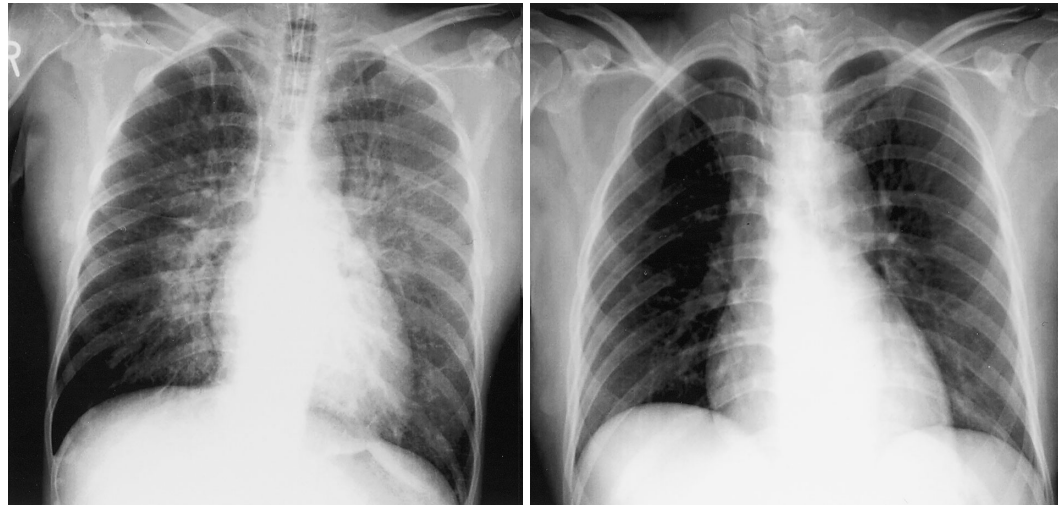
Case 2. Chest radiographs
